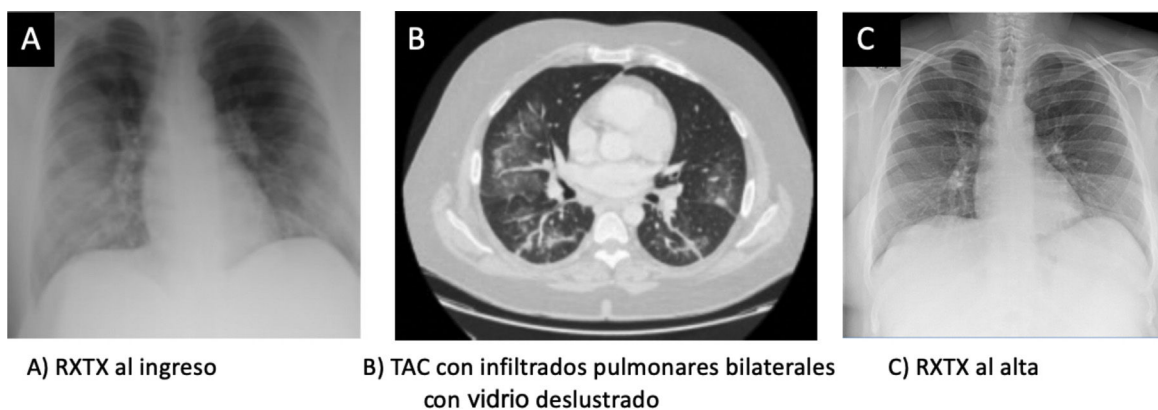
A. Radiografía de tórax al ingreso. B.TAC con infiltrados pulmonares bilaterales con vidrio deslustrado. C. Radiografía de tórax al alta.
